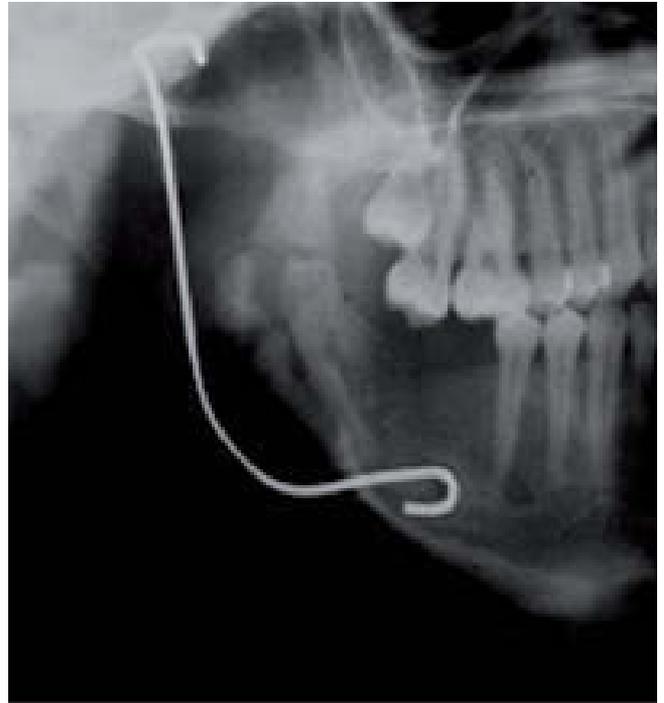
Radiografía panorámica con clavo de Kirchner donde se observa formación ósea a dos años de control sin recidiva.
